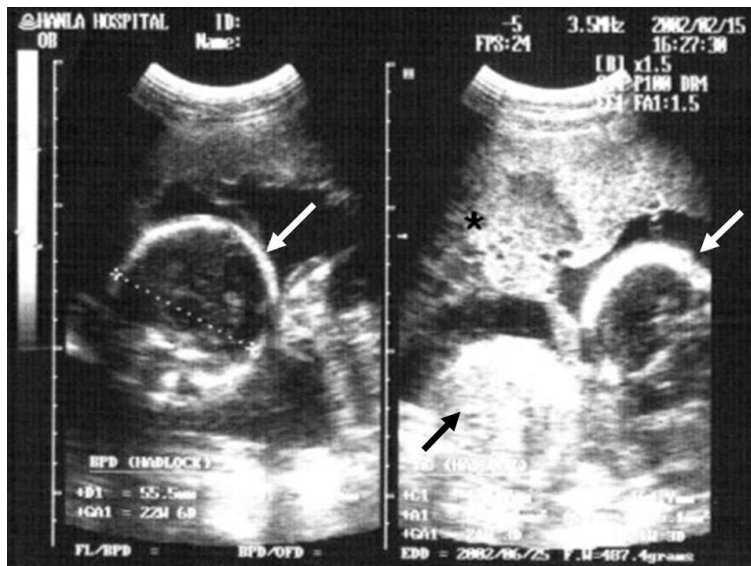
At 22 gestational weeks, transabdominal ultrasonogram of the twin pregnancy with hydatidiform mole. The sonogram shows (1) heads of the first and second fetuses (white arrows), (2) the body of the second fetus (black arrow), and (3) the hydatidiform molar mass (asterix).
